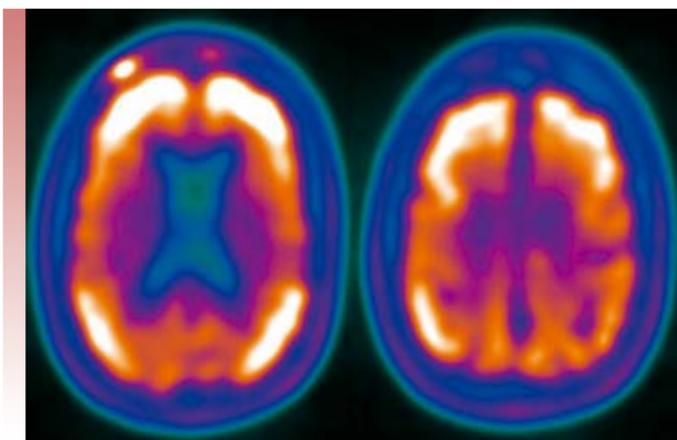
Imagens axiais de PET-CT com ¹⁸F-Florbetabeno positivo para deposi o cortical an mala de placa beta amiloide evidenciando capta o cortical do radiof rmaco, sem delimita o n tida da transi o entre a subst ncia branca e cinzenta.
